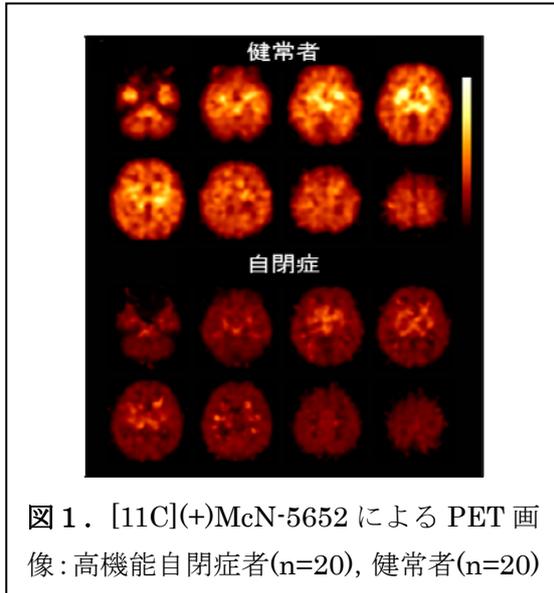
[11C](+)McN-5652 による PET 画像: 高機能自閉症者(n=20), 健常者(n=20)
